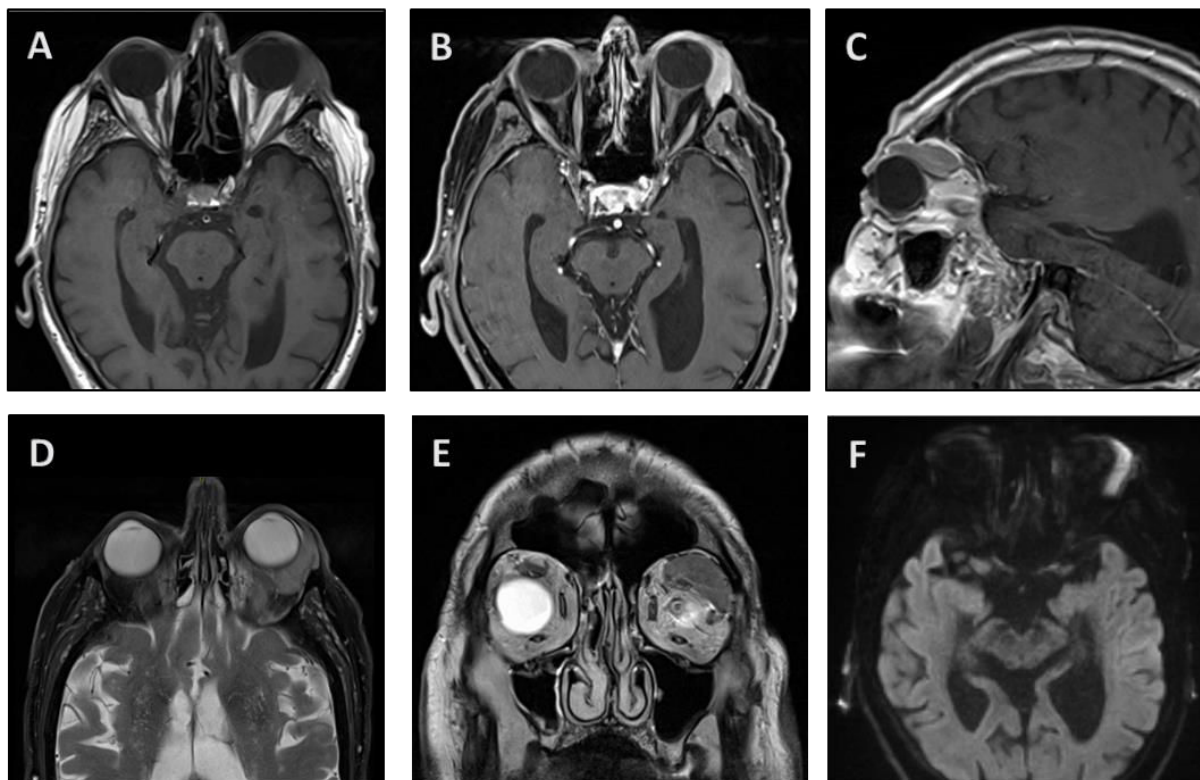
Coupes IRM d'un lymphome de MALT de l'orbite gauche. A : séquence axiale T1. B : séquence axiale T1 avec injection de gadolinium. C : séquence sagittale T1 avec injection de gadolinium. D : séquence axiale T2 avec saturation de la graisse. E : séquence coronale T2. F : séquence axiale diffusion.
